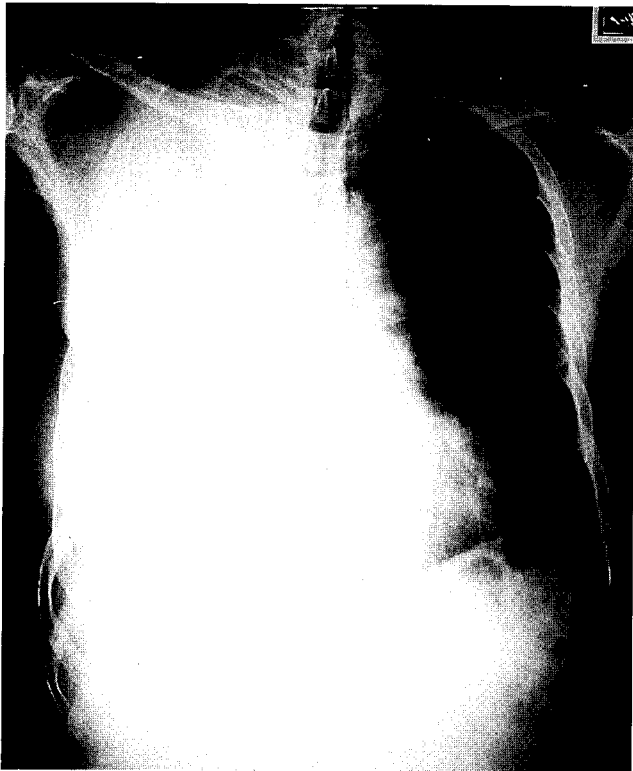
Postoperative chest X-ray findings
